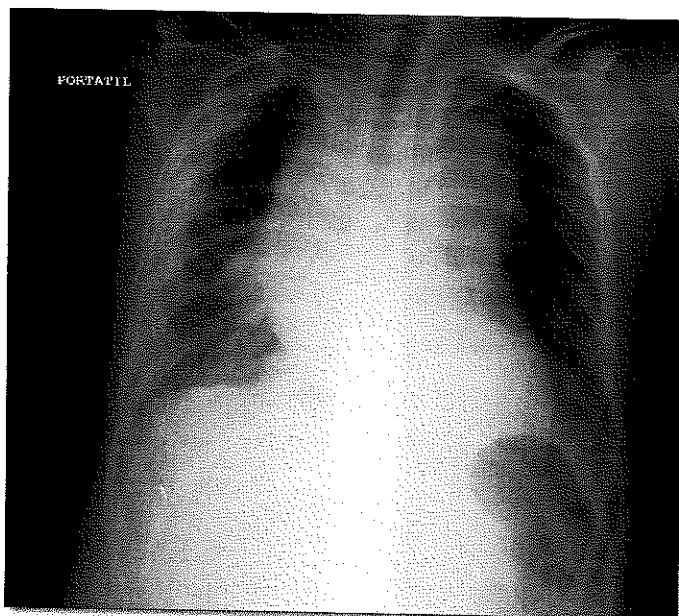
Radiografía de tórax. Masa mediastinal en paciente con Linfoma No Hodgkin
